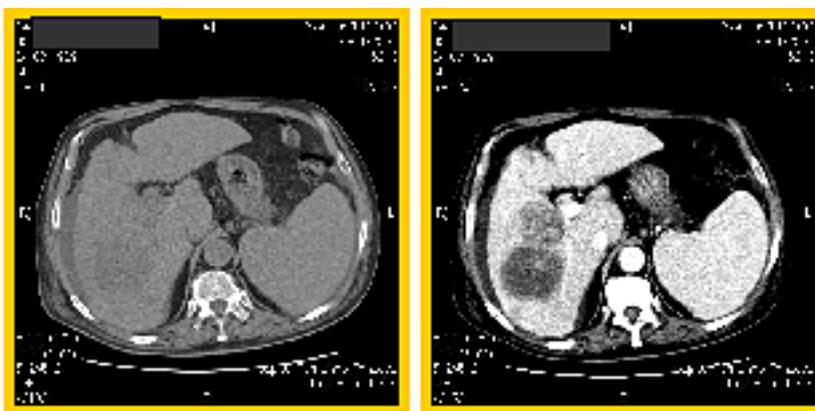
TAC abdominal sem e com contraste, permitindo a TAC com contraste evidenciar várias lesões hepáticas apenas sugeridas na TAC sem contraste.*
